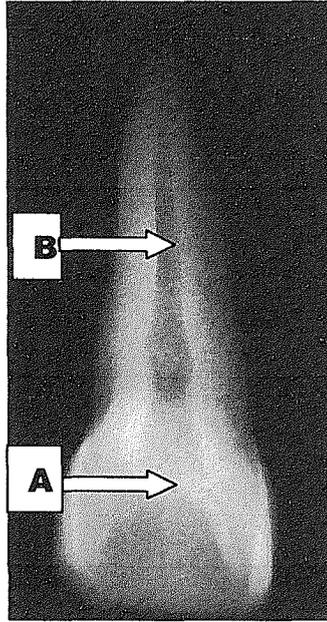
Radiografía periapical Incisivo central. A. Cámara pulpar B. Conducto radicular
